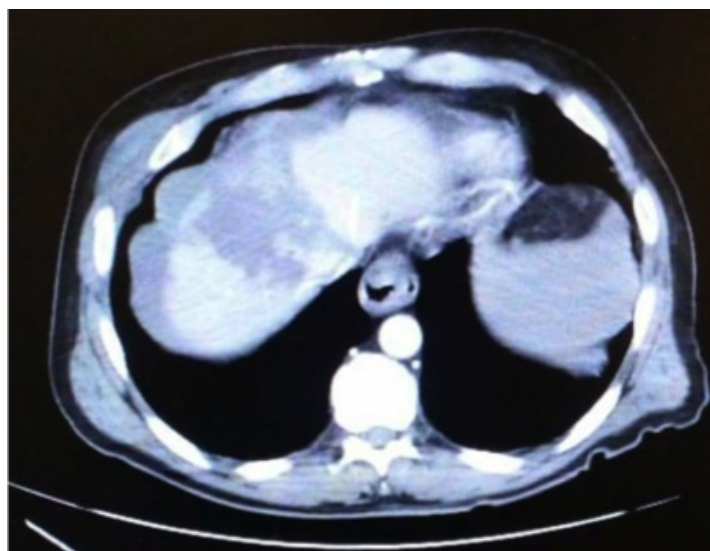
TAC de abdomen contrastada con hemorragia perihepática. Flecha roja.
